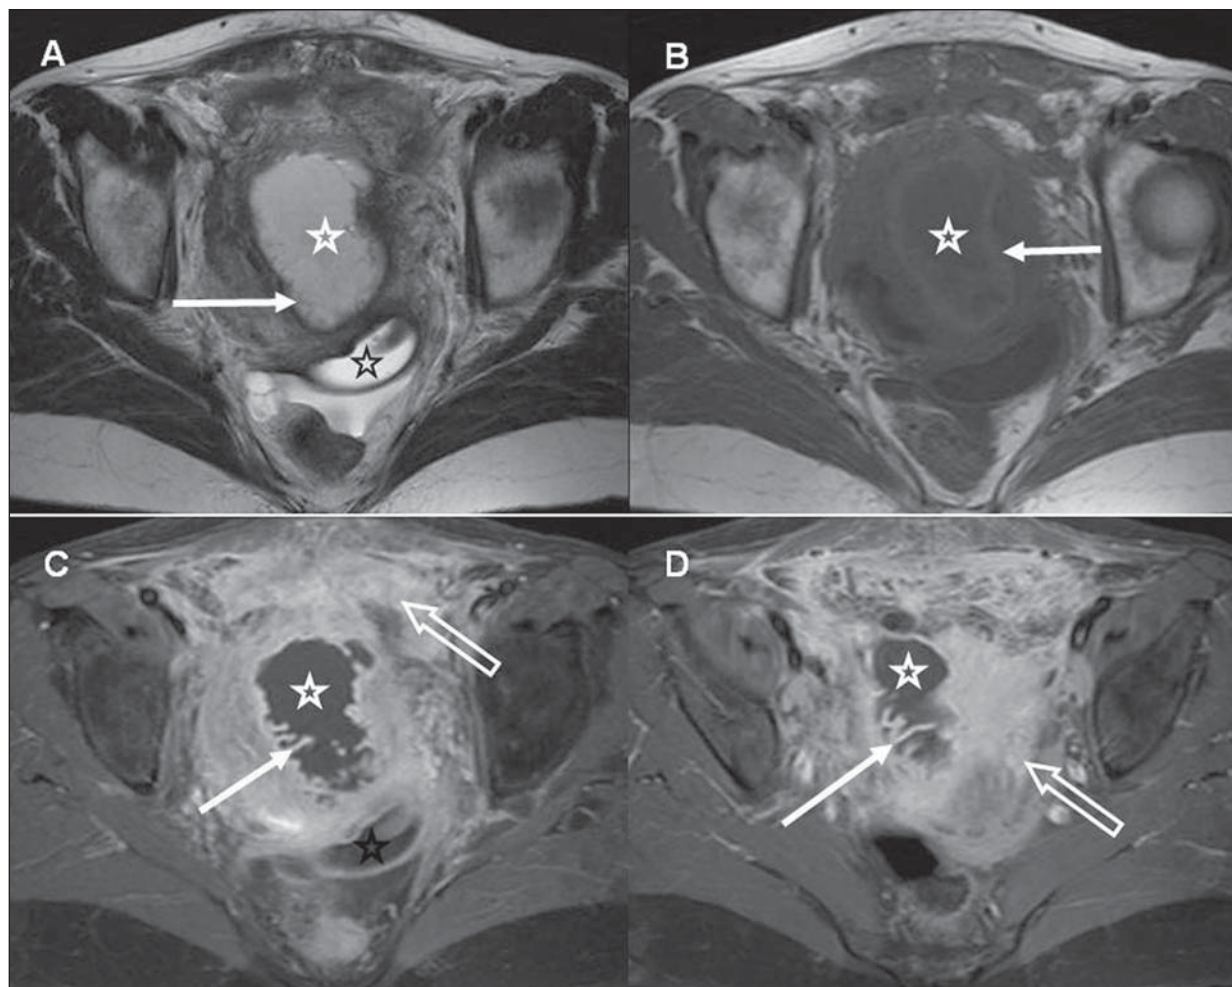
Abscesso tubo-ovariano – RM da pelve. Grande coleção anexial heterogênea (estrelas brancas em A a D) com paredes espessadas, que apresentam realce pelo meio de contraste e pregas finas internamente (setas cheias em A, C e D), o que é compatível com a tuba uterina dilatada. A parede da formação apresenta alto sinal em T1 (seta cheia em B), compatível com pequenos focos de hemorragia parietal. Há ainda líquido loculado no fundo de saco posterior (estrelas pretas em A e C) e intenso realce do peritônio na cavidade pélvica (setas vazadas em C e D). (A,B: plano axial T2 e T1, respectivamente; C,D: plano axial T1 com técnica de saturação de gordura após a injeção do meio de contraste).
